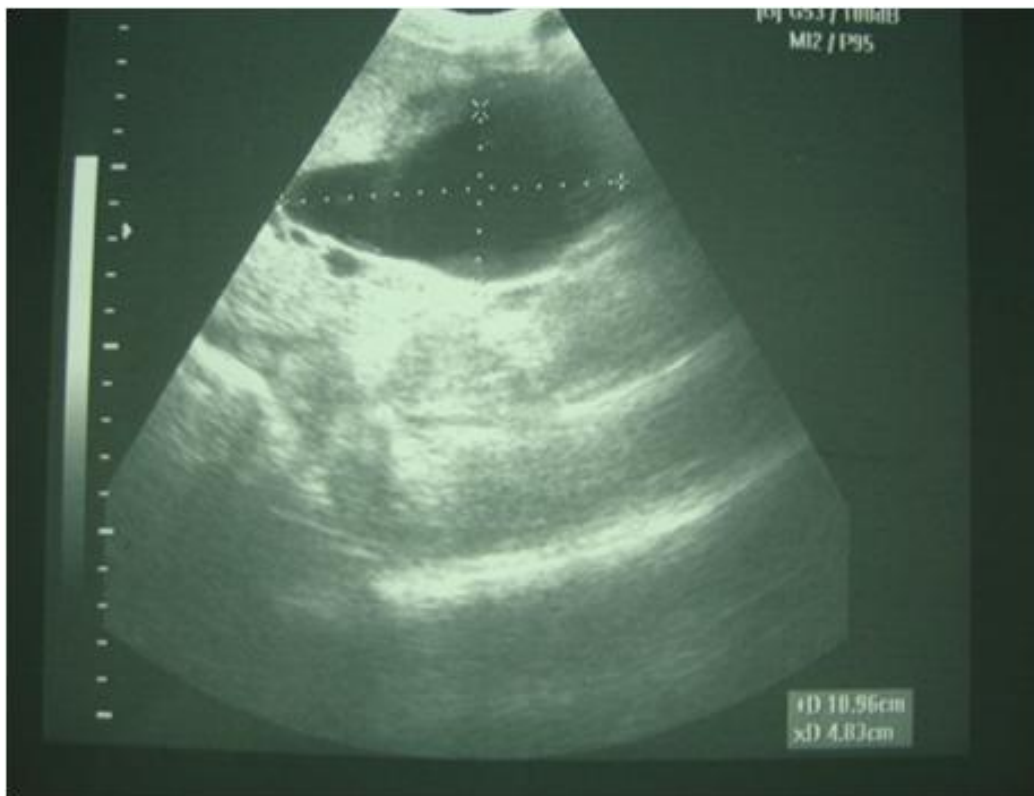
échographie d'un patient présentant une DCVB montrant une masse kystique.
